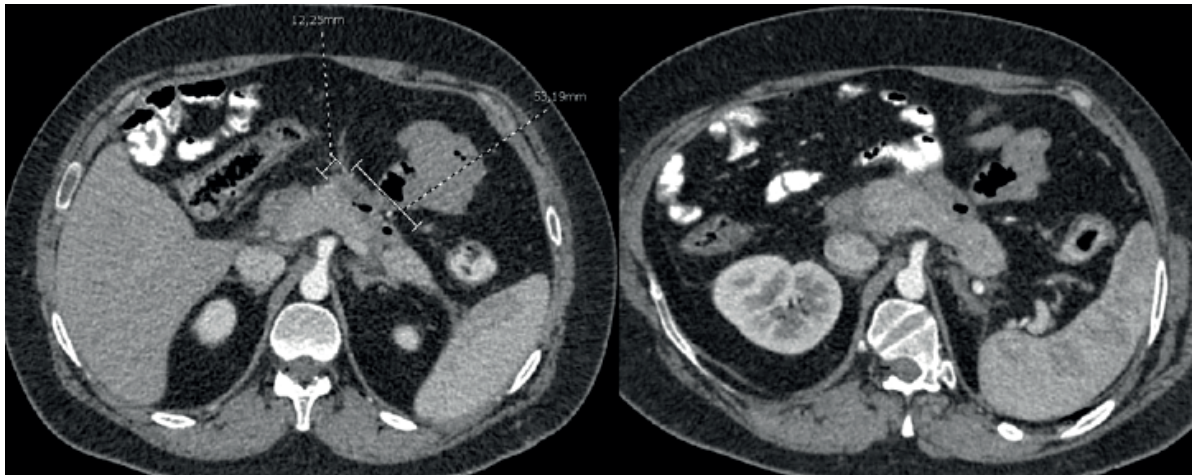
TAC: Reducción del tamaño de la colección líquida heterogénea con burbujas aéreas en relación al borde anterior del páncreas y en íntimo contacto con un asa yeyunal. Mide 53,1 x 12,2 mm. Leve alteración del plano graso adyacente y finas bandas líquidas.
